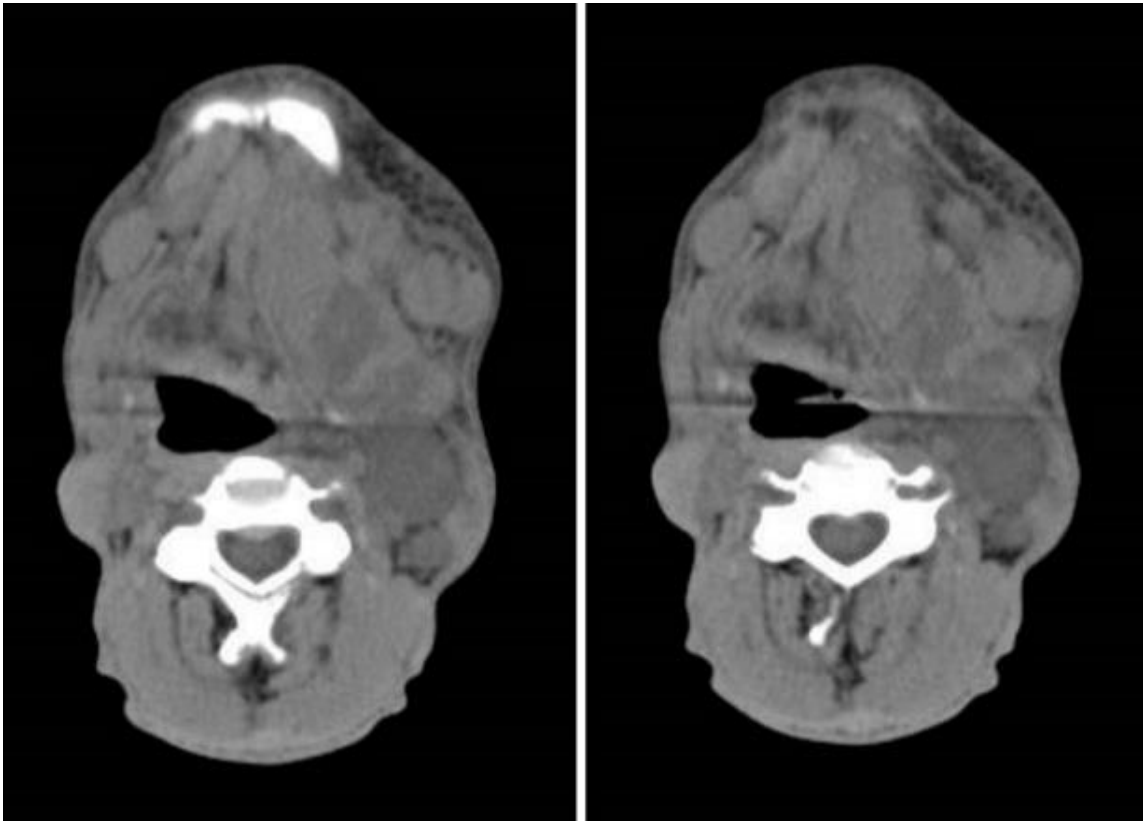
Tomografía Computarizada, corte axial. Se observa una zona isodensa a tejidos blandos que invade nivel IIb de cuello de bordes no definidos del lado izquierdo. Fuente Directa, INCan.
